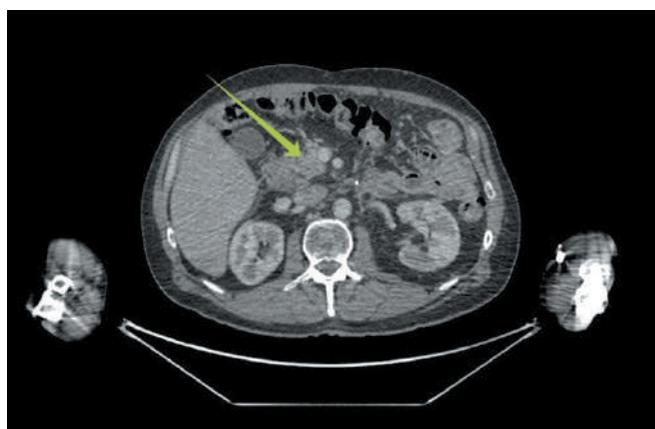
Компьютерная томография от 17.05.2025. Ранее выявленное объемное образование поджелудочной железы и очаг рядом не определяются. Сохраняется единичный очаг в S5-сегменте печени
